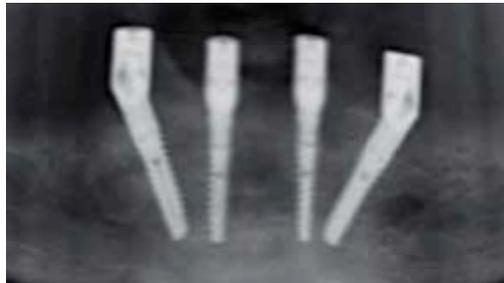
Kontrollröntgenbild
